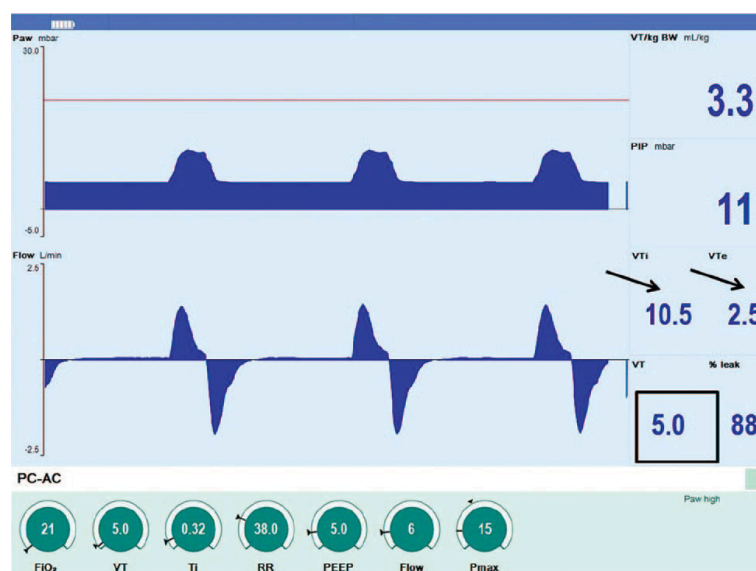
Pantalla del ventilador VN500, Dräger Medical®, en el que se simula una fuga en el TT con posterior cálculo y consiguiente adaptación de la presión para conseguir el VG pautado. (Tomado de Brown MK, DiBlasi RM. Mechanical ventilation of the premature neonate)⁷⁰.
